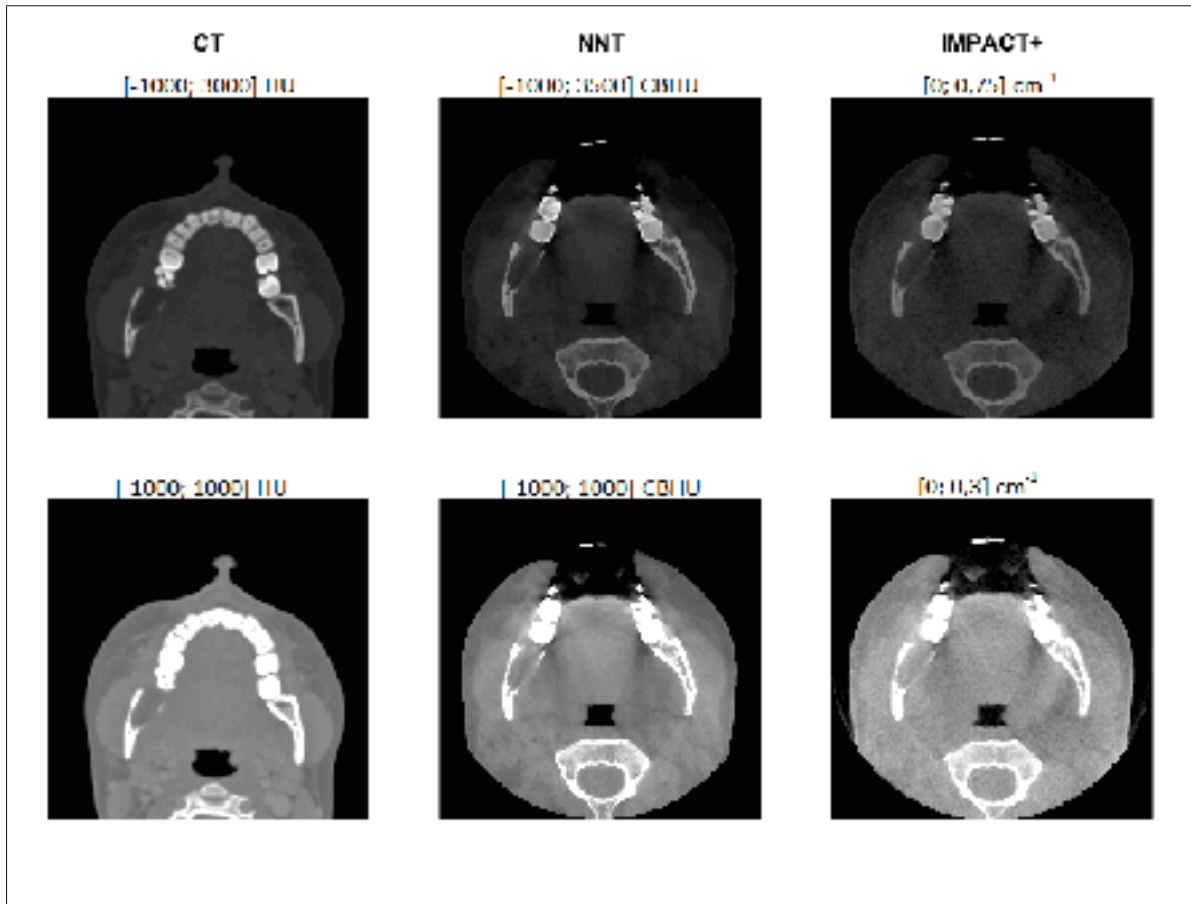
Reconstructions du patient par CT, NNT et IMPACT+. Le fenêtrage est identifié au-dessus de chaque image
